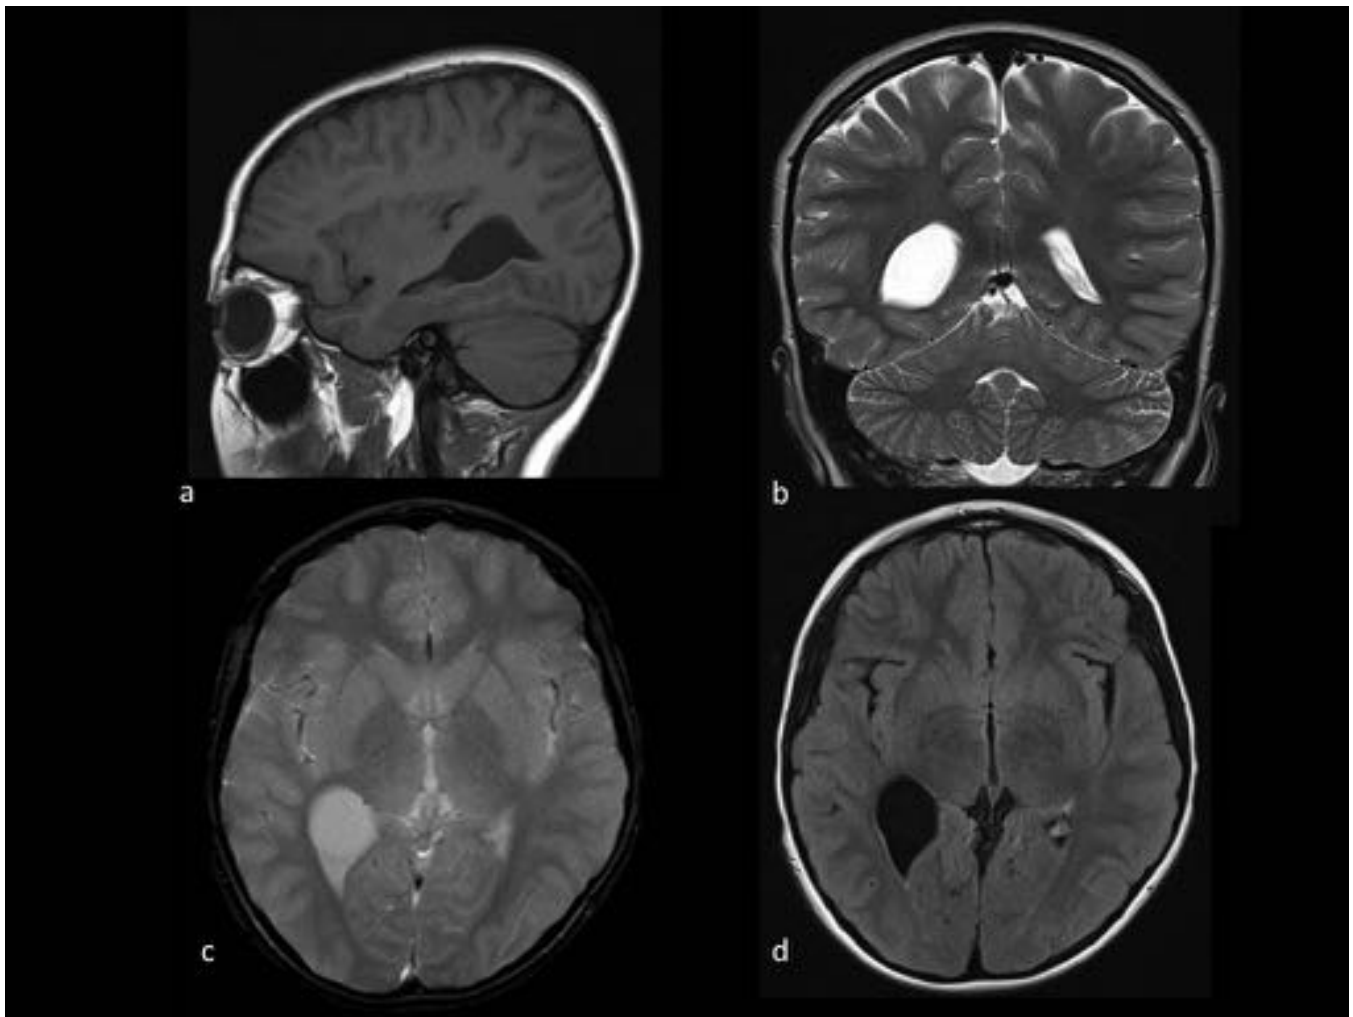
Lesión quística con morfología en huso en fisura coroidea (flecha ), en paciente con EM. a. T1 sagital. b. FLAIR sagital. c. T1 axial. d. T1 coronal.
